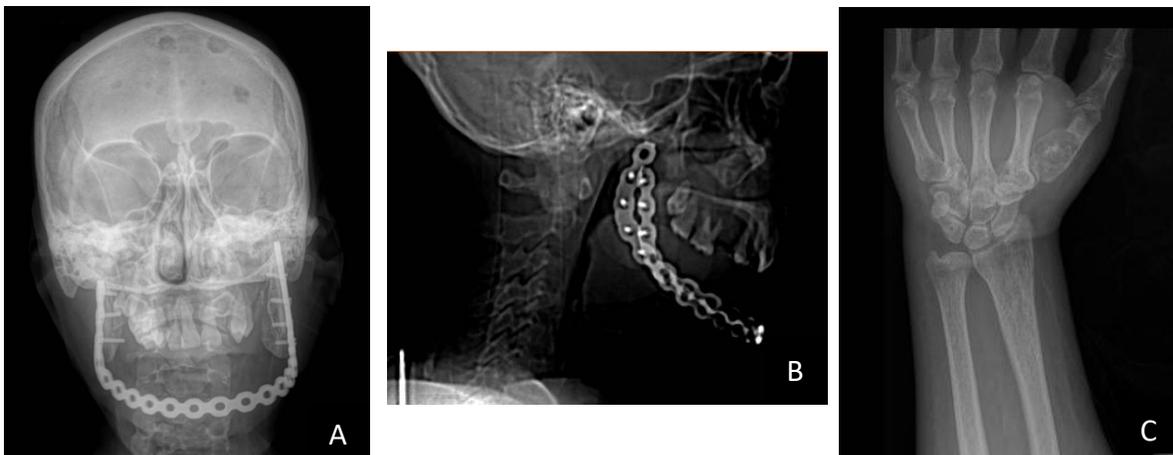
A) Radiografía postero anterior de cráneo, B) Rx lateral de cráneo, C) Rx mano izquierda.
